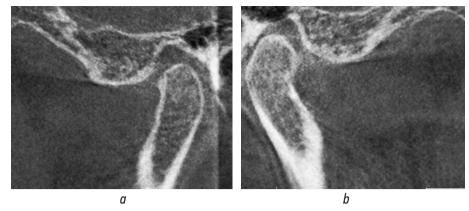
Компьютерная томограмма челюстей пациентки К., 69 лет, до лечения
